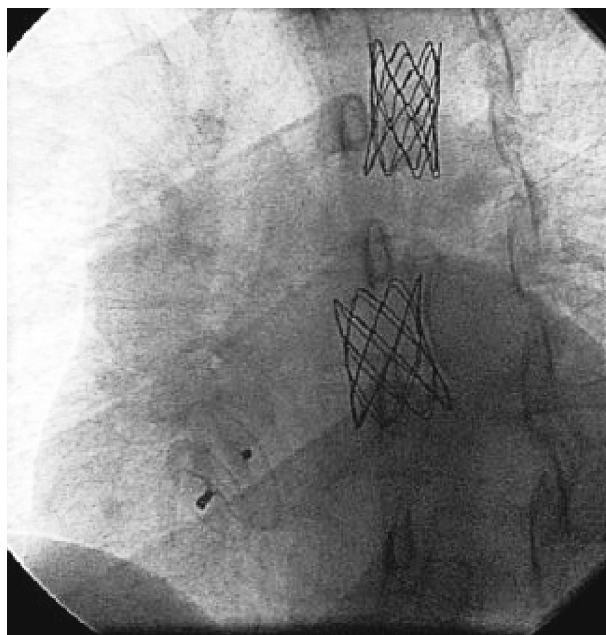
Рентгенограмма после операции: в аорту установлены два эндопротеза, ДМПД закрыт окклюдером
